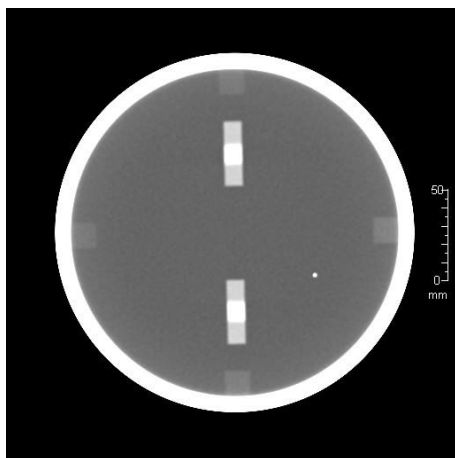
příklady fantomů obsahující struktury pro stanovení tloušťky tomografické vrstvy
